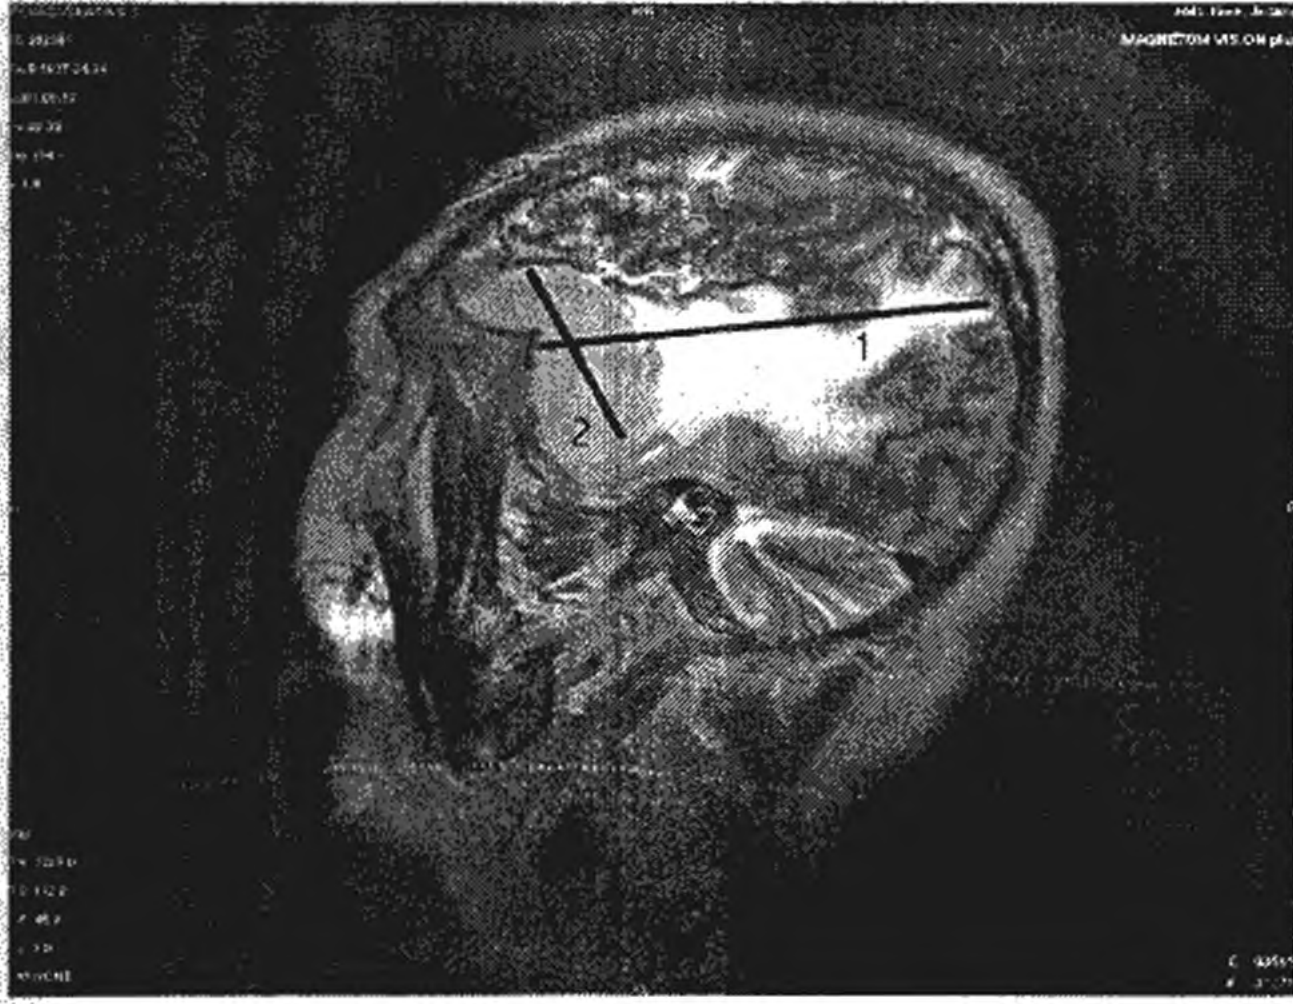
МРТ хворого з набряком головного мозку при МГМ.
